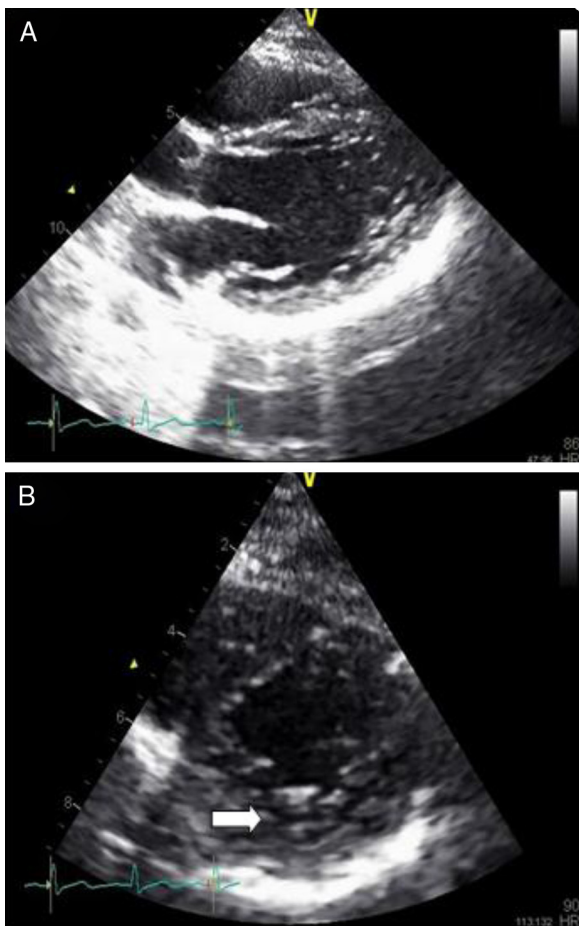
(A e B) – Ecocardiograma dos filhos da paciente revelando imagens compatíveis com VENC.
